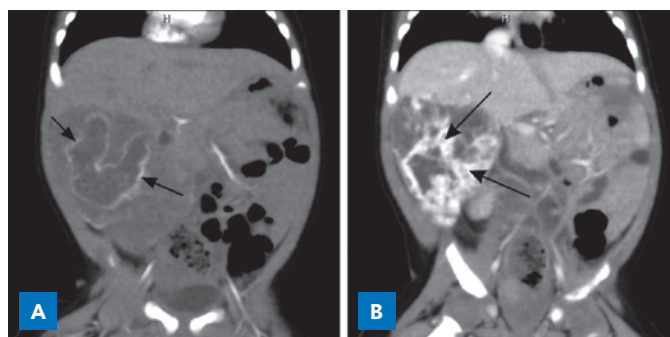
CT images of infant abdomen. A – Contrast CT in the arterial phase shows hypodense liver mass with peripheral enhancement (arrows). B – In the venous phase, the central area of the mass is filled with hyperintense material (arrows), irregular due to calcifications, hemorrhage, and necrosis.
